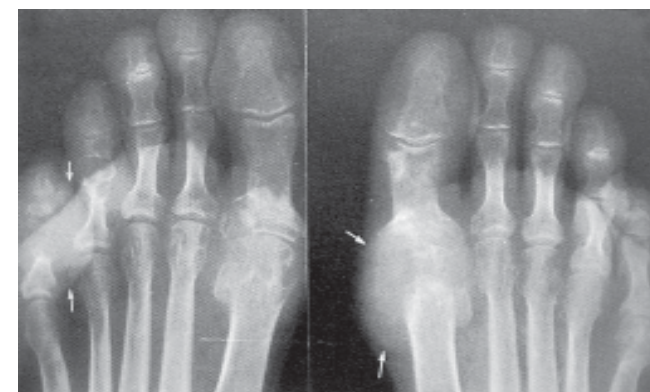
Radiografía frontal de ambos pies. Artropatía gotosa, se observan lesiones destructivas en varias articulaciones.
